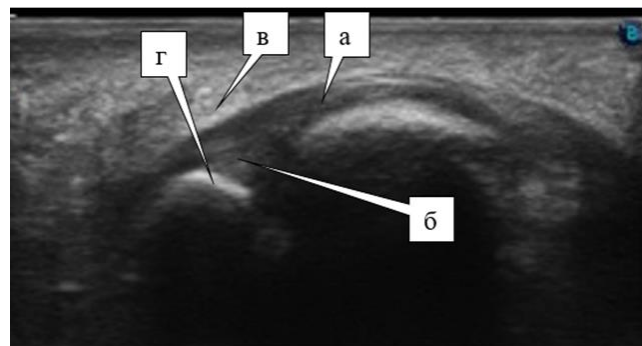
картина УЗИ соответствует G1: истончение слоя волокон в структуре плантарной пластинки, прилежащих к головке плюсневой кости и нарушение их параллельного расположения (а), отечно-инфильтративные изменения подошвенной пластинки (б) и умеренные отечно-инфильтративные изменения оболочек длинного сгибателя (в), отсутствие дислокации и/или подвывиха основной фаланги пальца (г)
